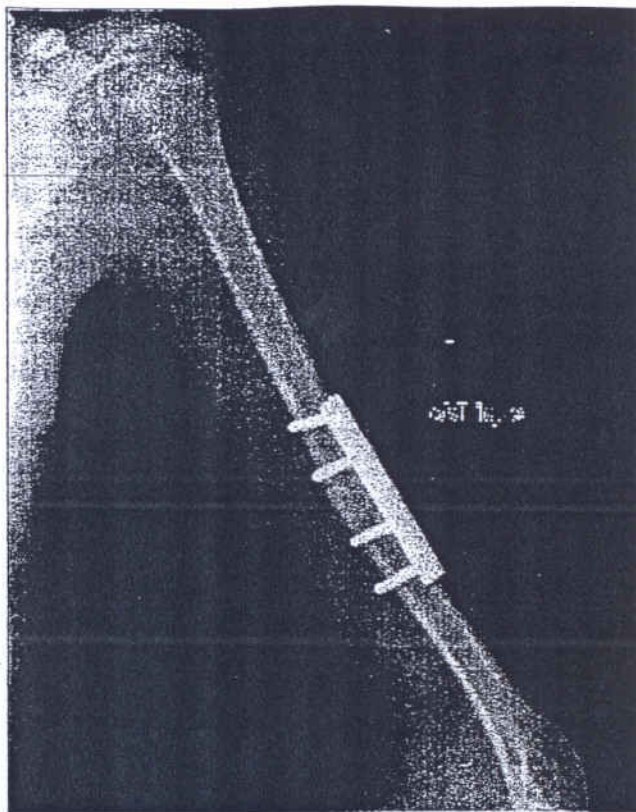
Rtg kości ramiennej lewej 04.10.2006 X-ray of the left humeral bone 04.10.2006
